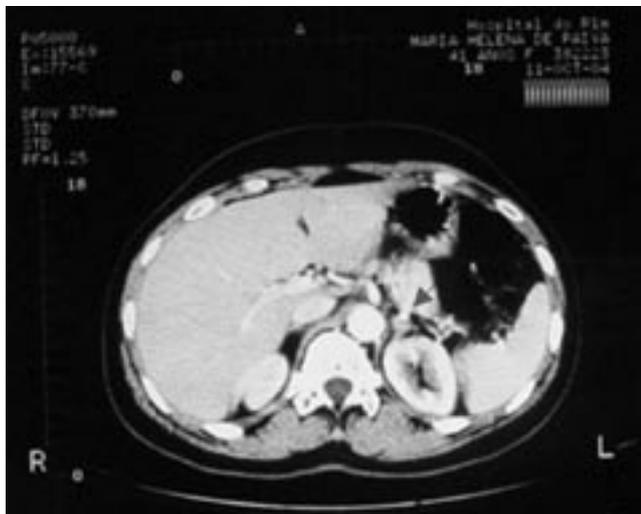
Tomografia computadorizada de abdome: aumento nodular de adrenal esquerda, hipoatenuante, medindo aproximadamente 1,8 x 1,2 cm, que exibe realce homogêneo após infusão de contraste venoso.
